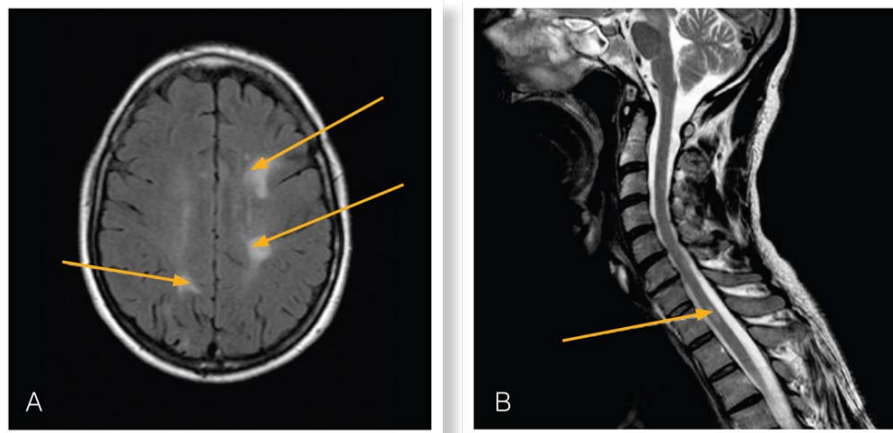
MRT-Aufnahmen mit entzündlichen Läsionen der MS-Erkrankung eines neu diagnostizierten Patienten mit Taubheit in einem Bein. A: Läsionen im Gehirn, B: Rückenmarksläsion, die die Taubheit im Bein verursacht
